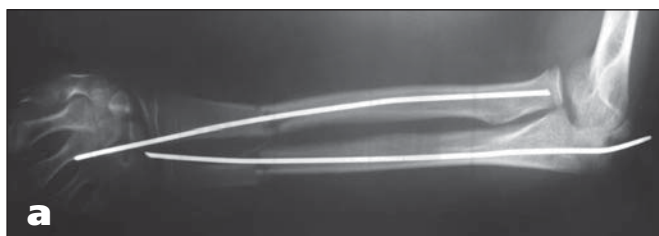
Пациент Ц-й, 28 лет, с почти полным травматическим отчленением левого предплечья на уровне дистальной трети: а – рентгенограмма после репозиции переломов, металлоостеосинтеза, б – рентгенограмма костей предплечья до операции, в – сразу после операции
